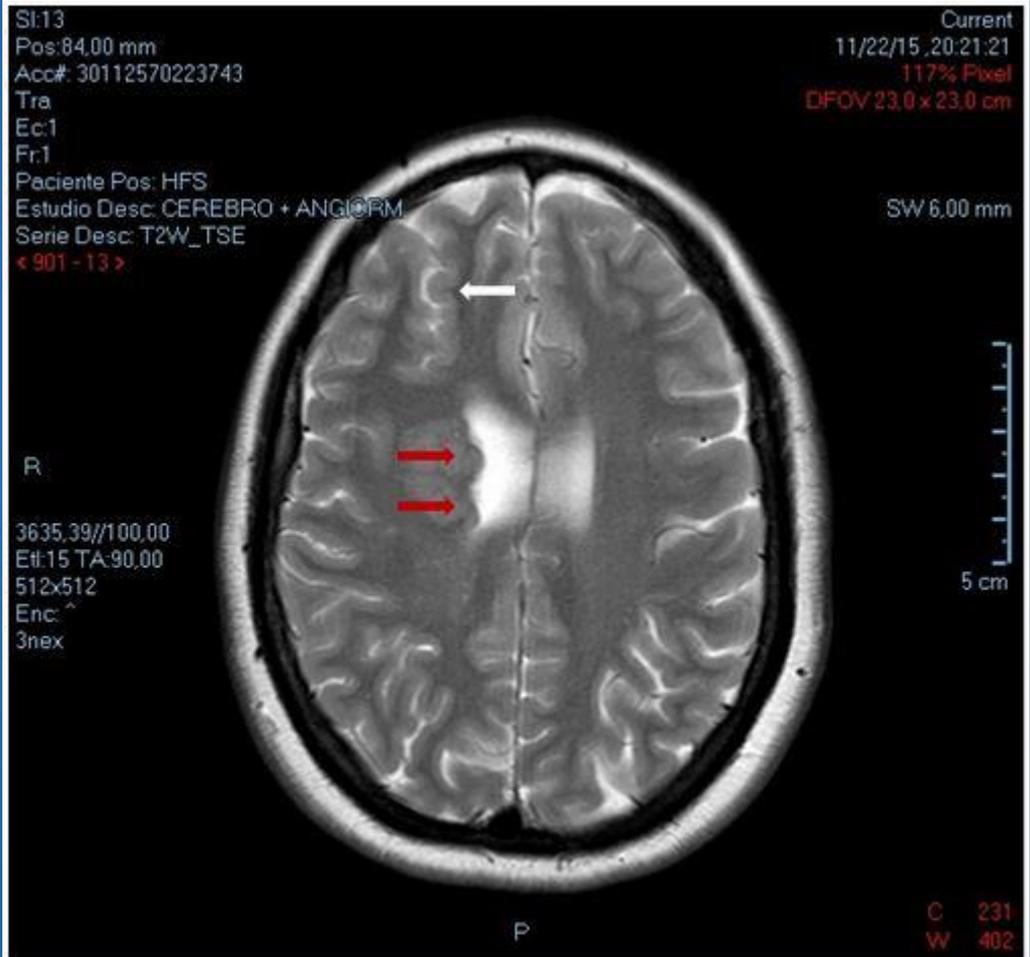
Resonancia Magnética (RM), de encéfalo donde se visualizan, aún con mayor resolución, dos imágenes nodulares vinculables con Heterotopia Nodular Subependimaria (HNS), en el margen del ventrículo lateral derecho (flechas rojas) en T1 (a) y T2 (b). Obsérvese a su vez, área de paquigiria frontal derecha, compatible con esquizencefalia de labio cerrado (flecha blanca).
